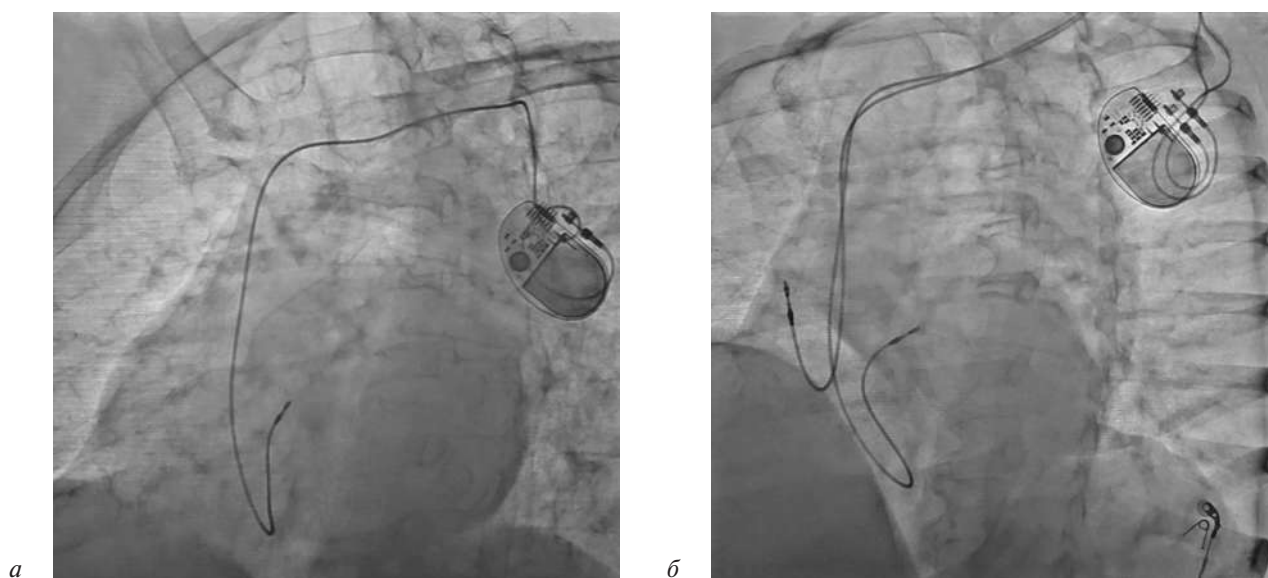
Рентгеноскопические изображения локализации внутрисердечных электродов при имплантации постоянного ЭКС (собственный материал):
